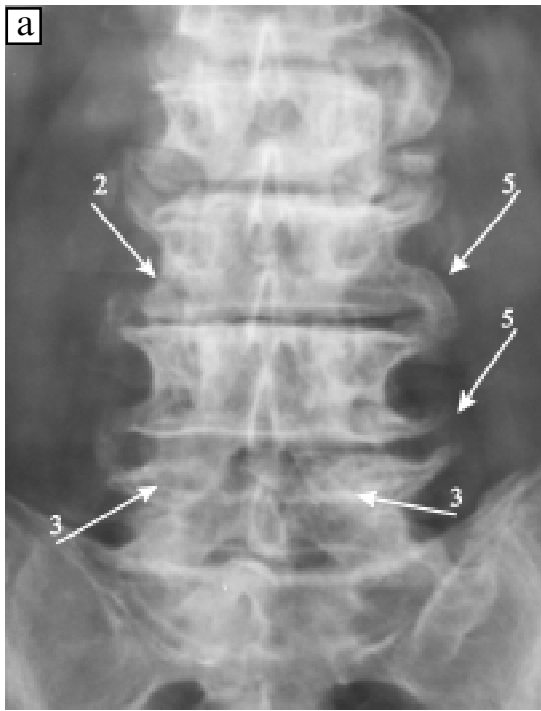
На рентгенограмах: а — у прямій і б — бічній проекціях визначається полісегментарний остеохондроз з наявністю «вакуум-феномена» міжхребцевих дисків (1), полісегментарний деформівний спондилоартроз 4-го ступеня (2 — неартроз, 3 — кістоподібна перебудова структури суглобових відростків, 4 — фораменальний стеноз), деформівний спондилоз (5), крім того, визначається нерівномірне звапнення черевної аорти (6)
